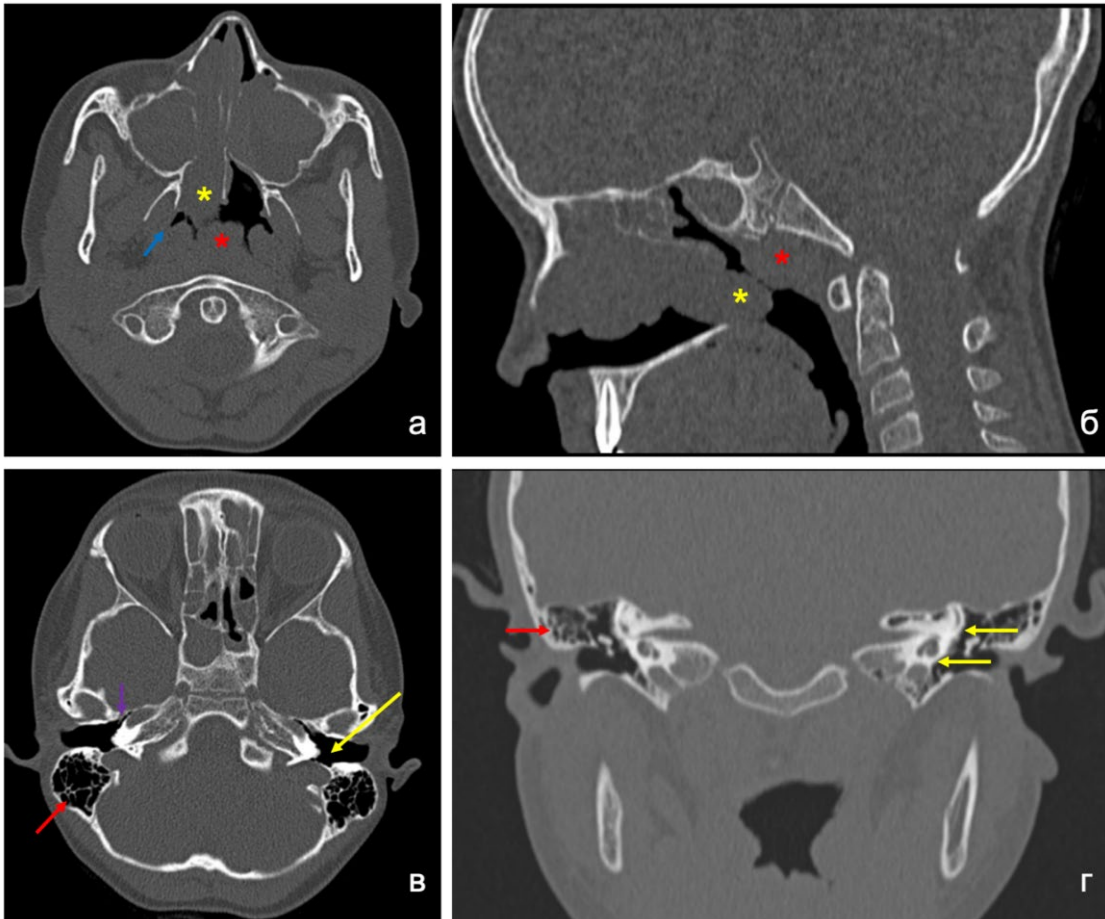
КТ ОНП и височных костей пациентки с МВ 11 лет (генотип F508del/F508del). (а) аксиальная проекция, (б) сагиттальная проекция: визуализируется полипозная ткань, распространяющаяся в носоглотку справа (указано желтой звездочкой), ткань глоточной миндалины (аденоидов) I-II степени (указано красной звездочкой), область глоточного устья слуховой трубы справа (указано голубой стрелкой); (в) аксиальная проекция, (г) коронарная проекция: визуализируются височные кости с пневматизированными барабанными полостями (указано желтой стрелкой), сохраненной воздушностью тимпанального устья слуховой трубы (указано фиолетовой стрелкой), пневматическим типом строения сосцевидного отростка (указано красной стрелкой)
